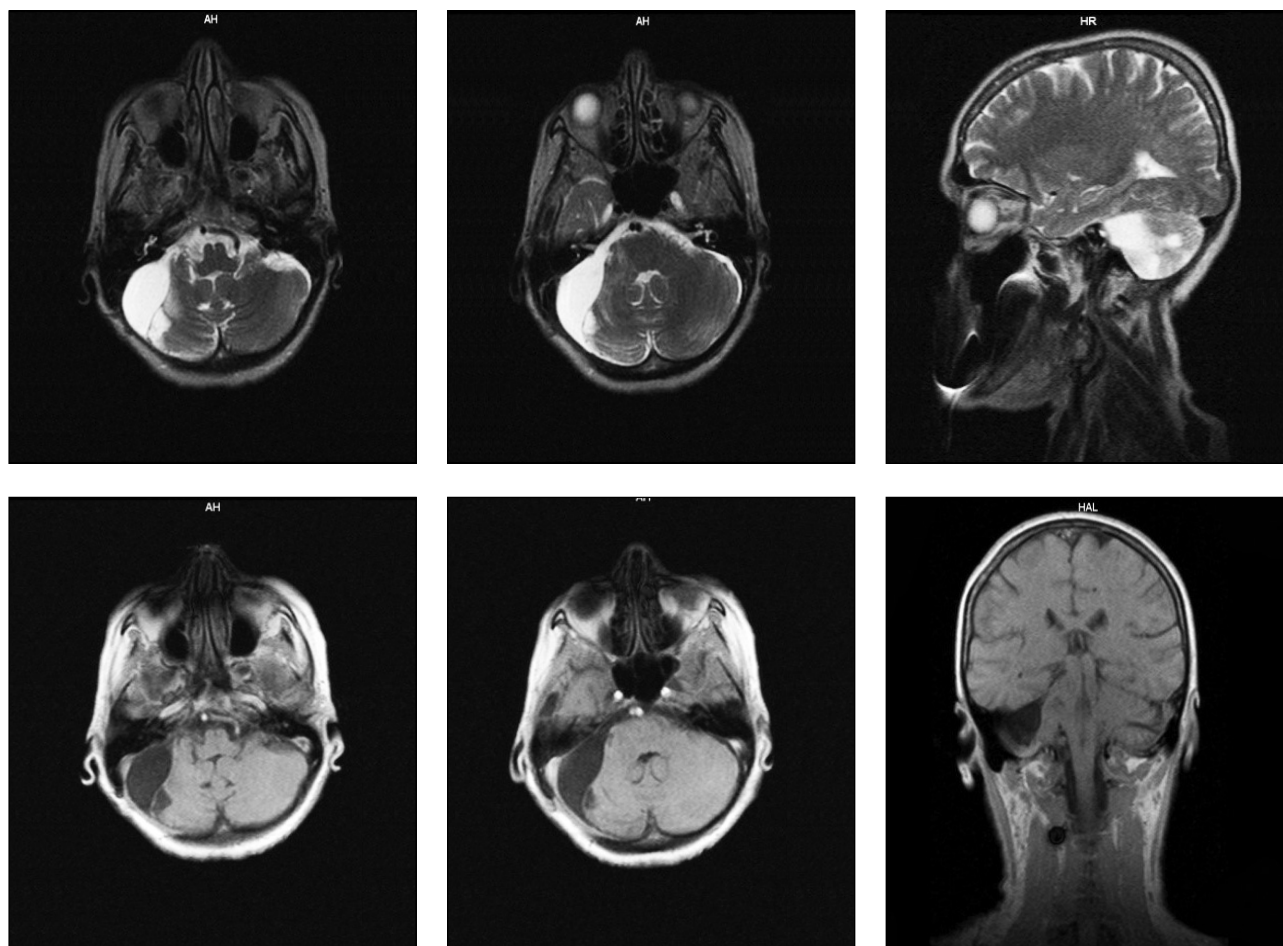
Серия МР-томограмм головного мозга пациентки Я. (верхний ряд: аксиальные T2-взвешенные изображения и сагиттальное T2- взвешенное изображение, нижний ряд: аксиальные T1-взвешенные изображения и фронтальное T1-взвешенное изображение). Отмечается послеоперационный костный дефект чешуи затылочной кости справа и соответствующая полость размером $4,8 \times 2,4 \times 3,36$ см. IV желудочек расположен по средней линии, его правый боковой выворот несколько деформирован. III и боковые желудочки мозга не расширены. Предверно-улитковые нервы прослеживаются четко с обеих сторон, симметричны, интактны. Состояние после удаления опухоли правого мосто-мозжечкового угла
